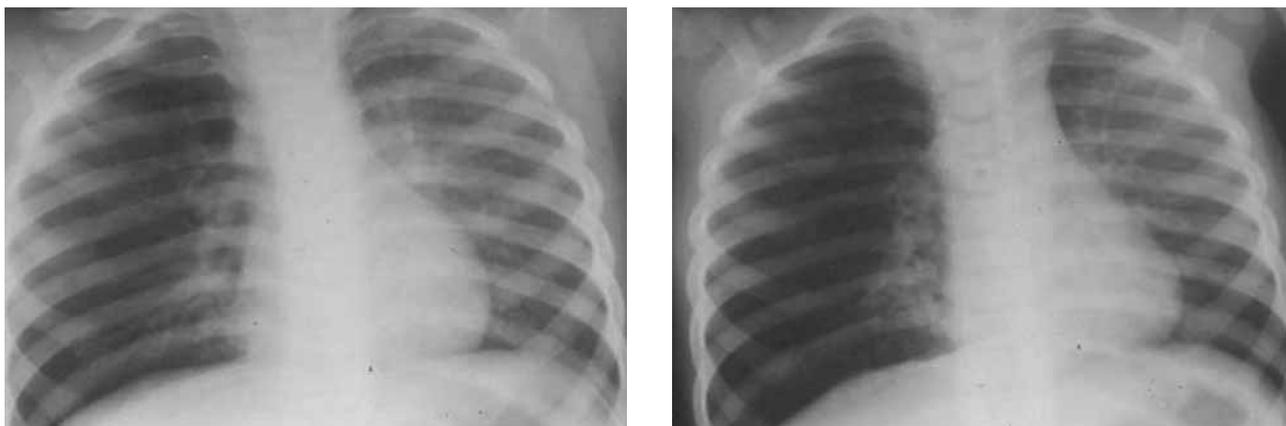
Radiografía de tórax en inspiración y espiración en la que se aprecia atrapamiento aéreo derecho.
